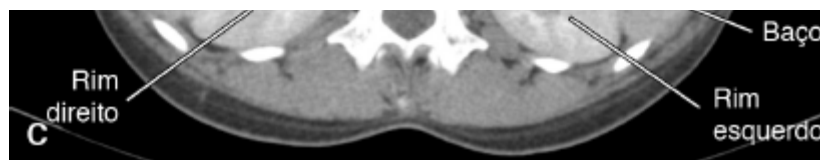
Tomografia computadorizada de abdome: planos coronal (A), sagital (B) e axial (C), janela de partes moles.
